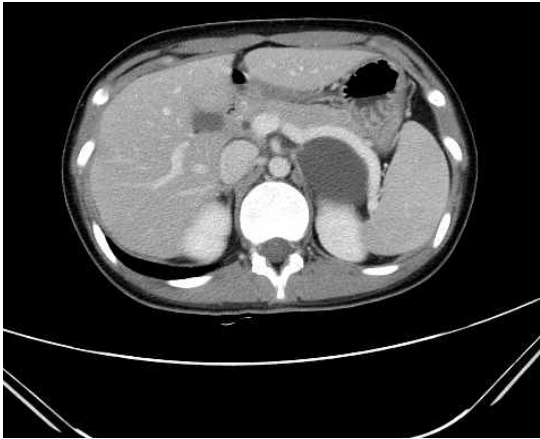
Abdominal computed tomography (CT) scan revealed a cystic mass without any septum originated on the left adrenal gland.
